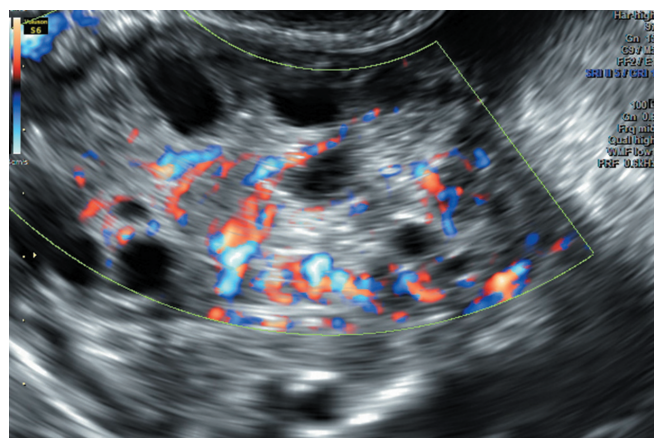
Assessment of the vascularization of the ovarian stroma using the color Doppler technique; numerous vessels with ordered arrangement
